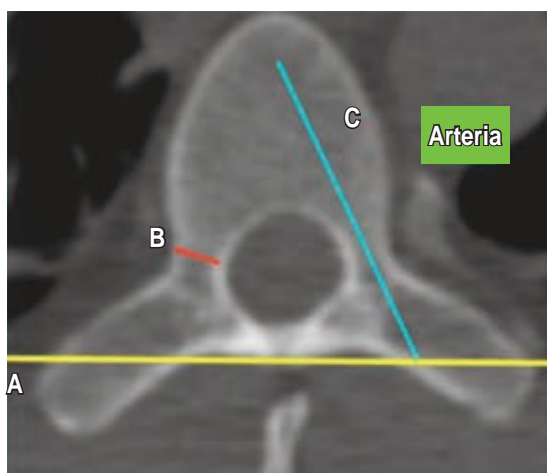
Imagen de corte axial de tomografía computarizada de vértebras torácicas. A) Línea horizontal paralela a las láminas intertransversales. B) Diámetro del pedículo. C) Largo del tornillo.
